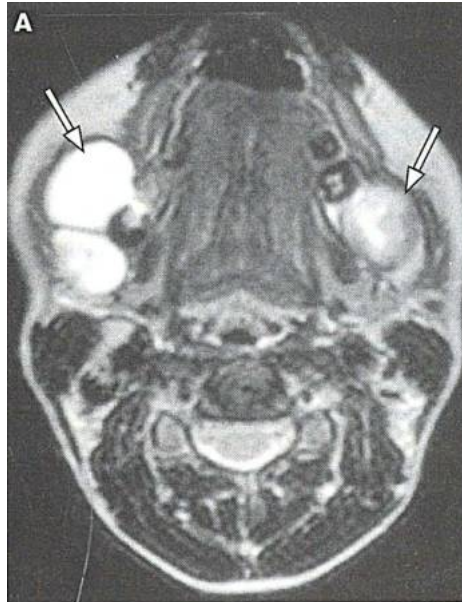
IRM maxillo-faciale en coupe axiale montrant des kystes mandibulaires (182)
